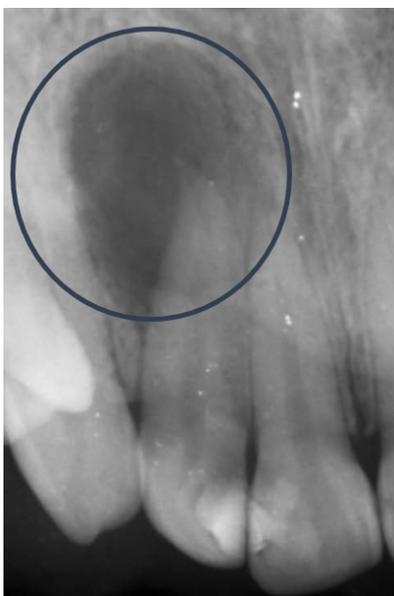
Rx periapical de granuloma apical
